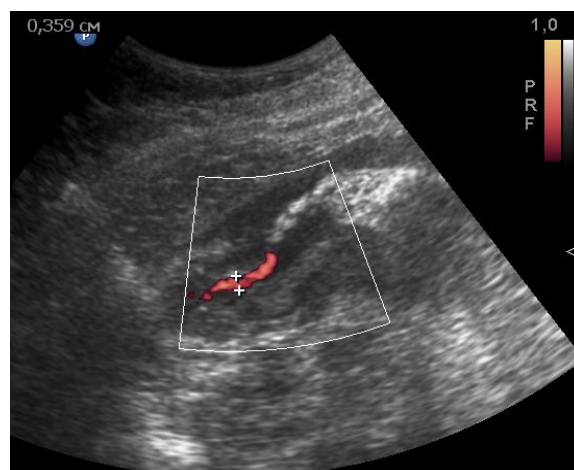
УЗИ. Рак выходного отдела желудка T₄ стадии. Декомпенсированный пилорический стеноз. Диаметр пилорического канала в режиме энергетического доплера составляет 3,6 мм
